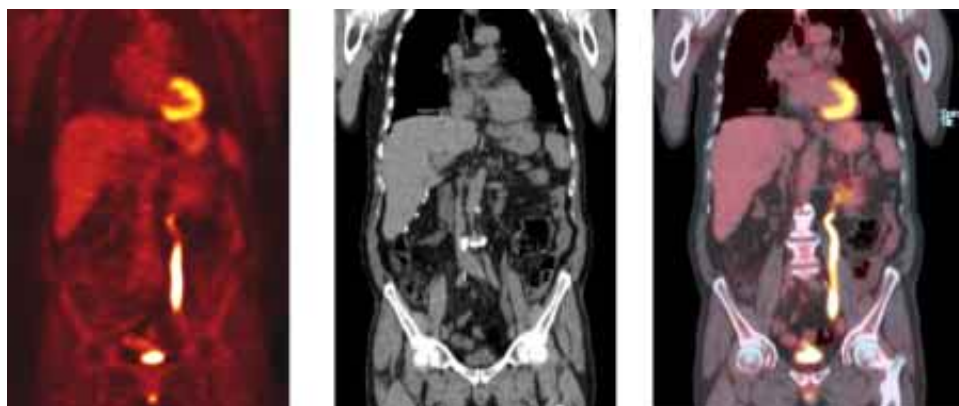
A la izquierda, corte coronal de la región toracoabdominal de un rastreo PET, en donde se observa la distribución normal del FDG-F18, en el centro el corte correspondiente de la CT multicorte y a la derecha la imagen de fusión PET-CT. Cortesía de Siemens Medical System.
